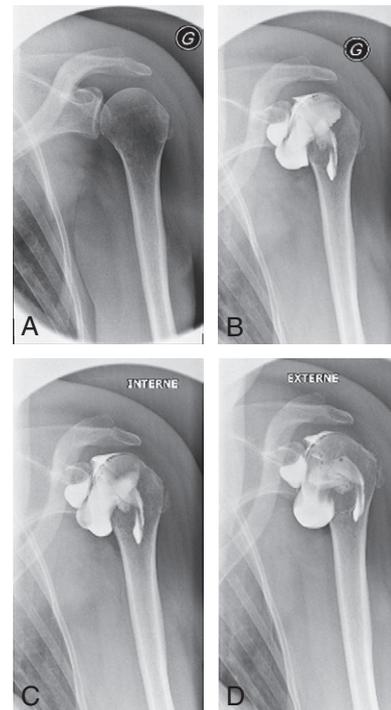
Clichés radiologiques (A: radiographie de l'épaule, B, C, D: images d'arthrographie).
